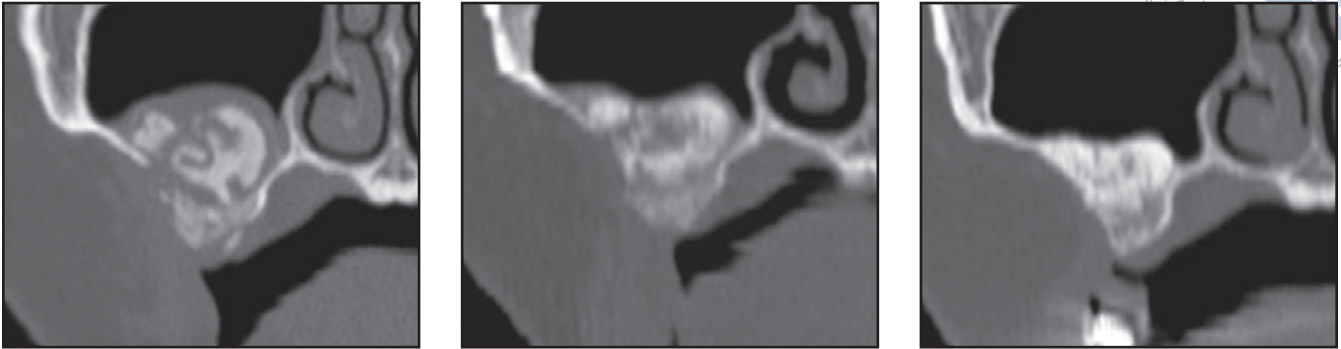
bis 1g Patient 1: Paraxiale CT-Scans der rechten Kieferhöhle (Zylindertechnik), die (links) sofort nach dem Eingriff, (Mitte) 3 Monate nach dem Eingriff und (rechts) 6 Monate danach angefertigt wurden.
